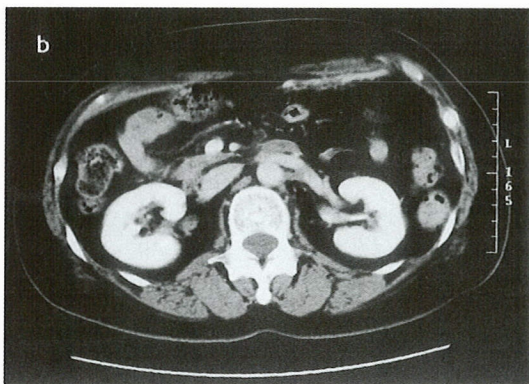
Abdominal CT findings on April 20: The inflammatory findings observed in the previous CT were almost disappeared.
